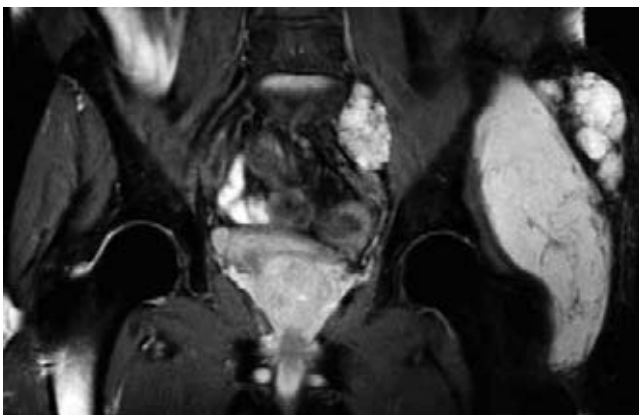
RM de pelvis. Secuencia T1. Fat-Sat. Coronal: Se observa que la tumoración se extiende hacia los tejidos blandos de la región superior y lateral del hueso iliaco izquierdo. Las estructuras óseas y espacios articulares se conservan. Se aprecian conglomerados ganglionares iliacos ipsilaterales.
